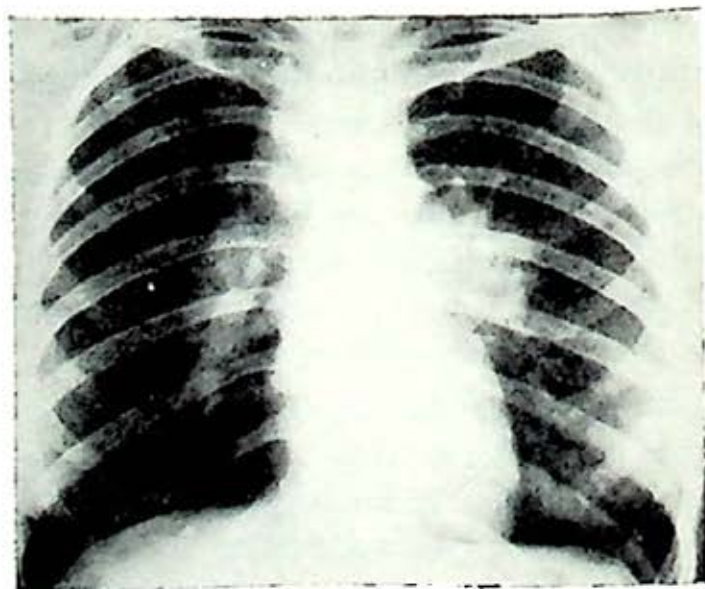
Radiografía de tórax tomada al ingreso de la paciente. Se observan nódulos de localización hilar bilateral. En el lado izquierdo se nota un nódulo paratraqueal.
